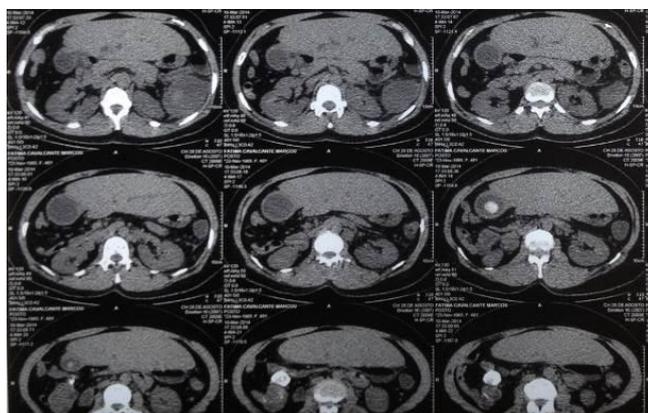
Tomografia computadorizada evidenciando o situs inversus partialis, agenesia hepática direita e colelitíase.
